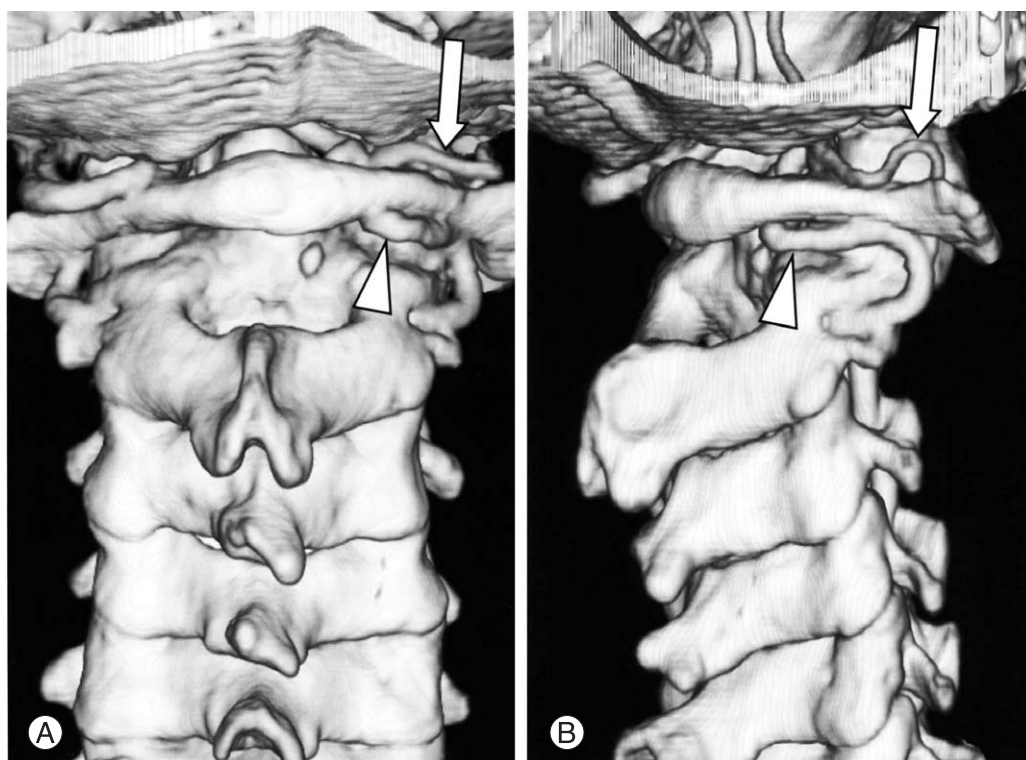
CT-angiography images show duplication of the right vertebral artery. The diameter of the normal branch (arrows) is smaller than that of the aberrant branch (arrowheads).
